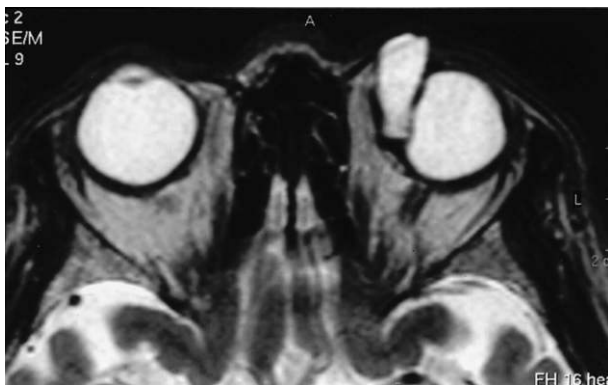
Magnetic resonance imaging (MRI) T2 強調画像で観察された膨張したバックル。
